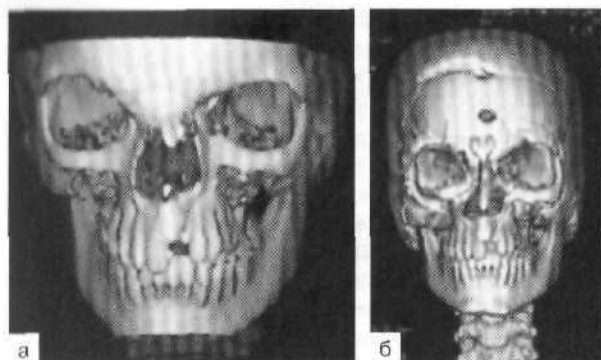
КТ в режиме трехмерной реконструкции до (а) и после (б) операции по поводу орбитального гипертелоризма.
